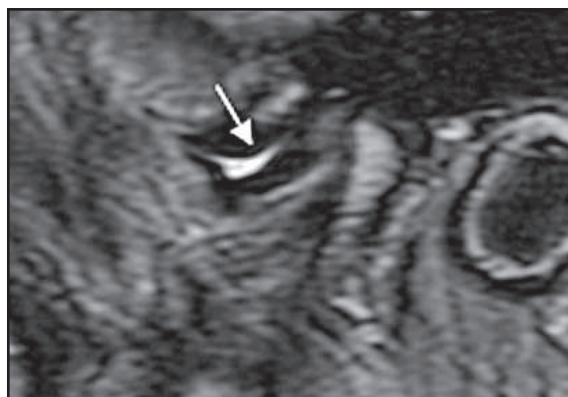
RMN da ATM, em T2, na posição de boca fechada, mostrando o disco deslocado anteriormente e a presença de hipersinal no espaço supradiscal (seta), representando efusão
